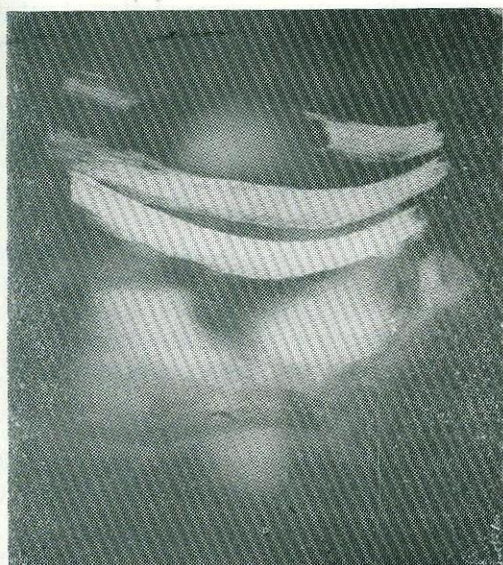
Radiografia da peça cirúrgica, dando idéia da extensão de ressecção da parede torácica, juntamente com o tumor, em monobloco.
